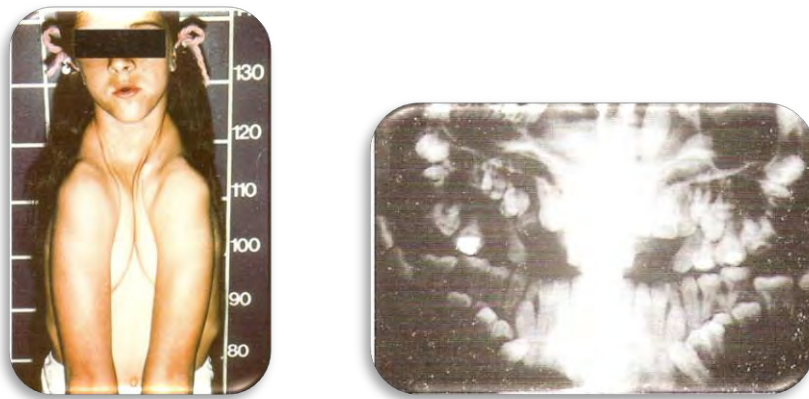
Paciente con disostosis cleidocraneal y su radiografía panorámica donde presenta dientes supernumerarios y retención dentaria.
